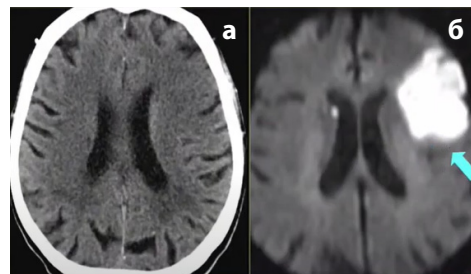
Кардиоэмболический инфаркт: КТ (а) и МРТ в режиме DWI (б)
